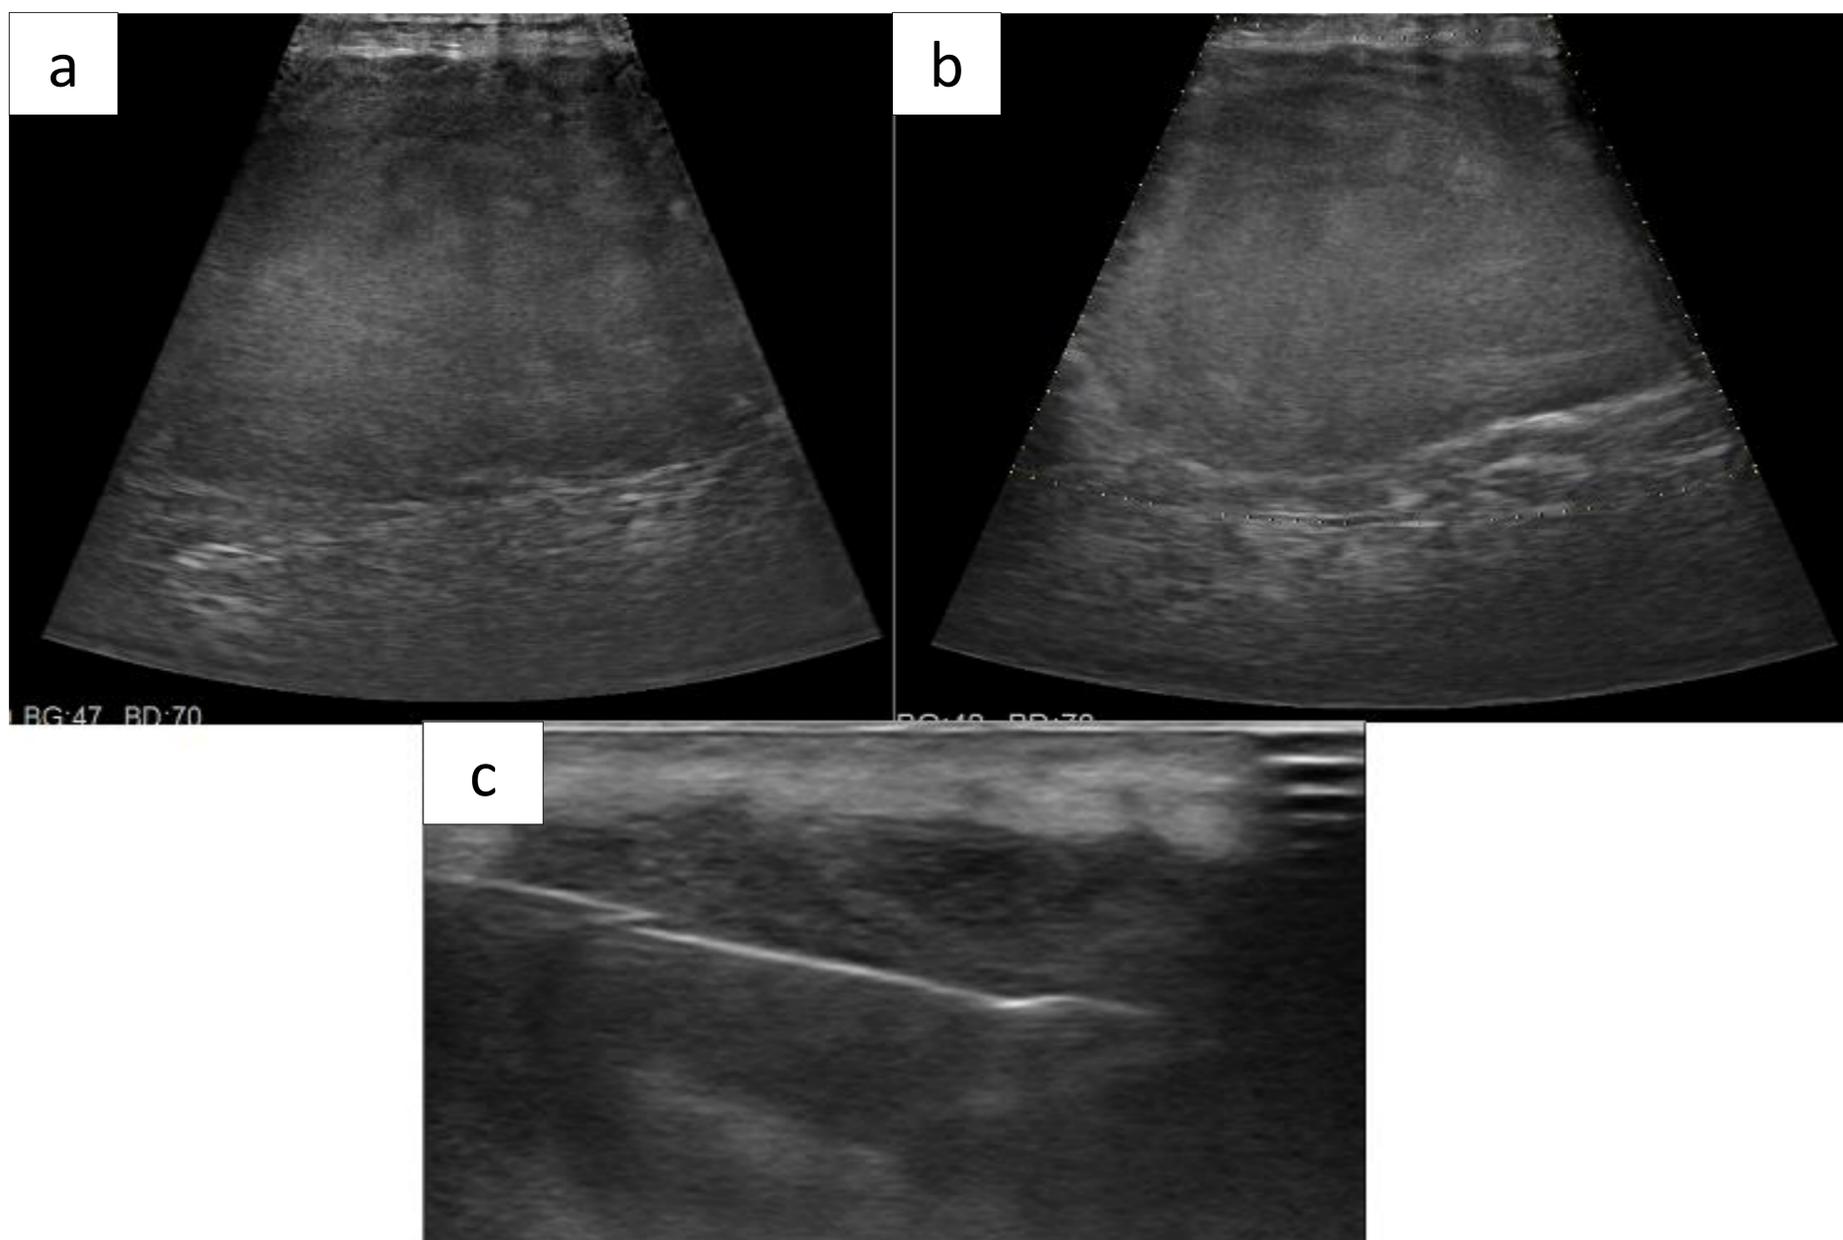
Hematoma crónico expansivo. Voluminosa lesión de partes blandas situada en la hipodermis en el muslo derecho, de bordes bien definidos y contenido ligeramente heterogéneo. En el estudio Doppler no se aprecia vascularización intralesional (a). El paciente refiere antecedente traumático y crecimiento progresivo de la lesión. Se decide realización de biopsia, observando contenido hiperecogénico fluctuante en su interior con disminución de su tamaño.
